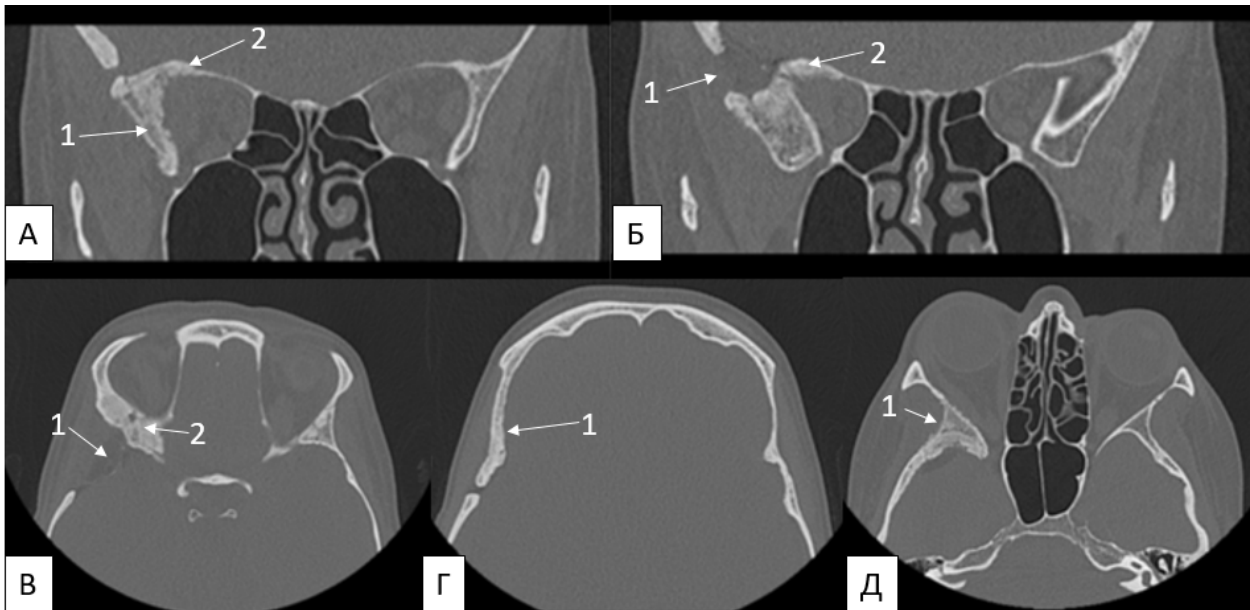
СКТ головы до операции: А) аксиальный срез. 1 – гиперостоз латеральной стенки глазницы, 2 гиперостоз крыши глазницы. Б) аксиальный срез. 1 – дефект латеральных отделов большого крыла, 2 - гиперостоз малого крыла; В) фронтальный срез. 1 – дефект наружных отделов большого крыла и передних отделов чешуи височной кости, 2 – гиперостоз латеральной стенки орбиты. Г) 1 – гиперостоз височной и лобной костей, Д) 1 – гиперостоз большого крыла клиновидной кости
